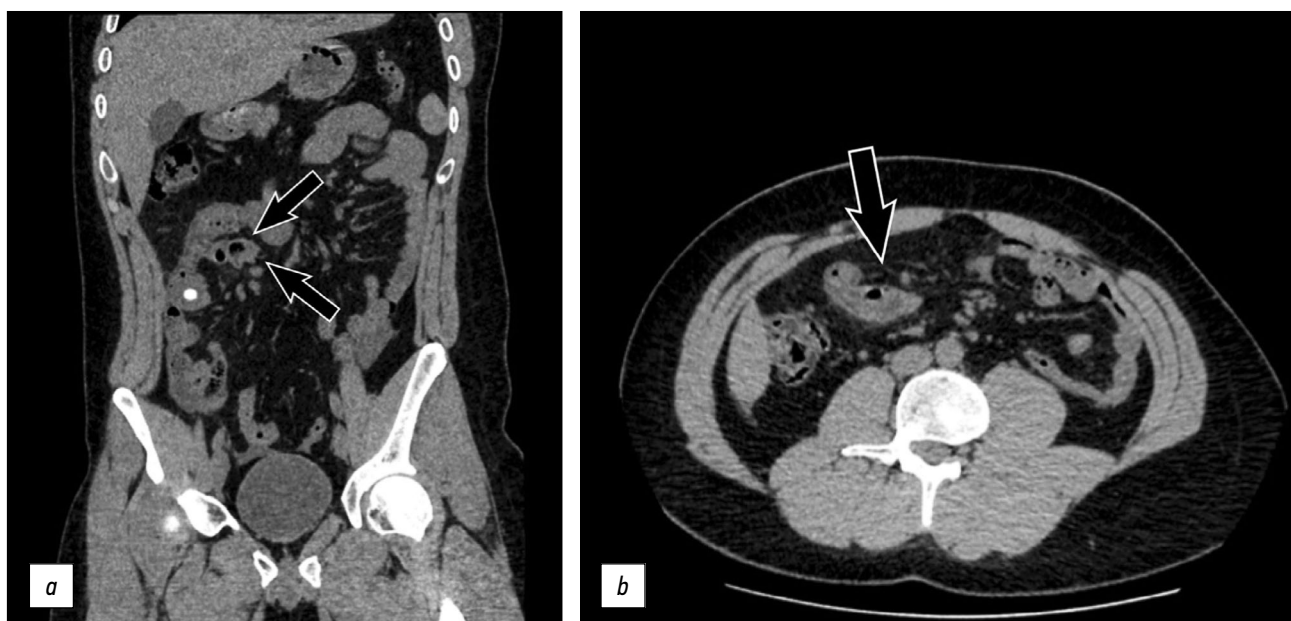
Компьютерная томография брюшной полости без контрастирования: слепо заканчивающаяся кишечная петля (стрелки) в правом квадранте живота с сопутствующим отёком брыжейки и мезаденитом на корональном (а) и аксиальном (b) срезах.
